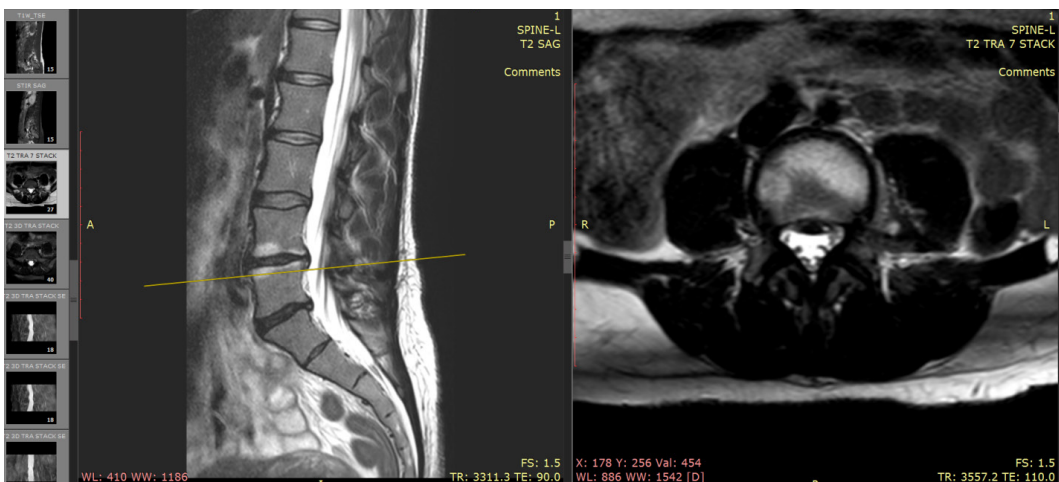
Данные МРТ через 6 месяцев после операции
